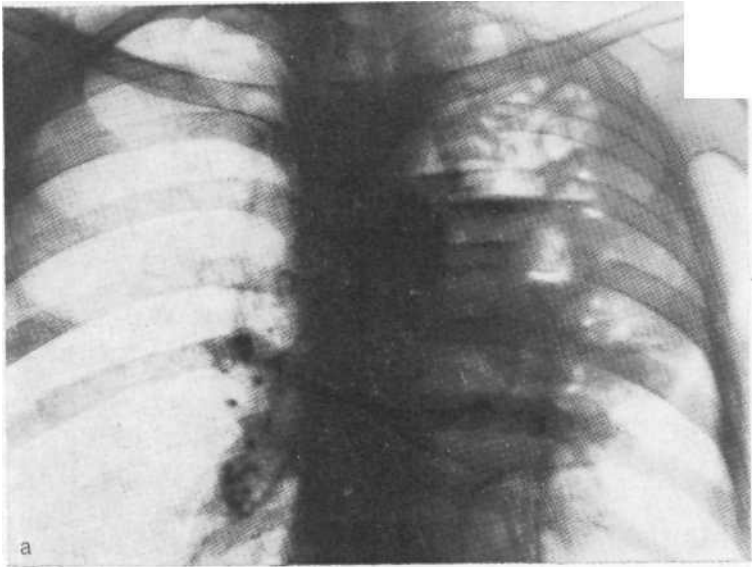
Обзорная рентгенограмма (а) и томограмма в прямой проекции (б) больного, находившегося под наблюдением и получавшего лечение в течение 6 мес по поводу хронической неспецифической пневмонии, а затем кавернозно-цирротического туберкулеза легких. На томограмме определяется ампутация верхнедолевого бронха, раковая природа которой подтверждена с помощью биопсии. Дистальное места ампутации — нагноение.
